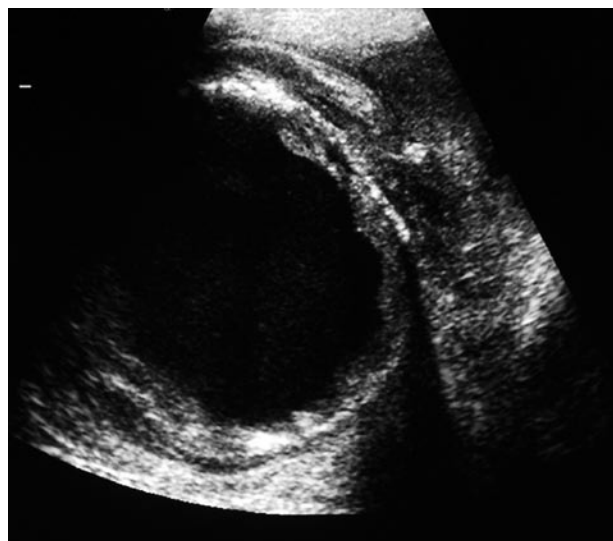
Ecografía de la masa extratesticular que presenta características heterogéneas, hiper-ecogénica con calcificaciones en la periferia y área central anecoica sugestiva de necrosis.
